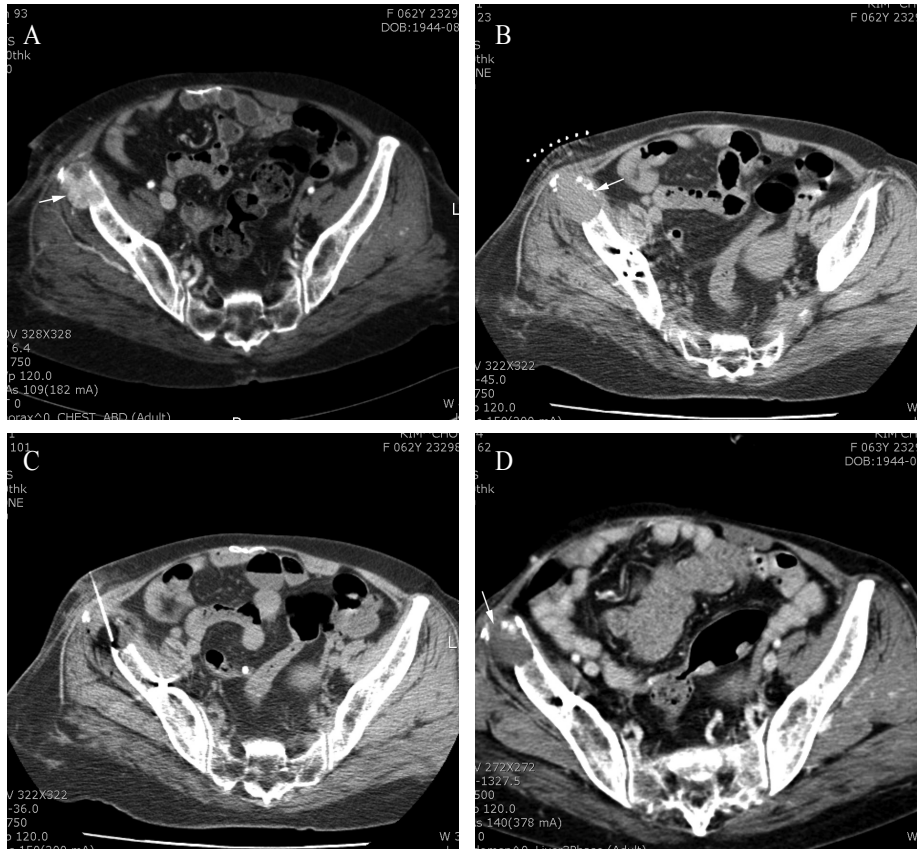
Patient 1. Method of CT-guided high-dose PEI therapy in a 62-year-old woman with right ilium metastasis of HCC.
